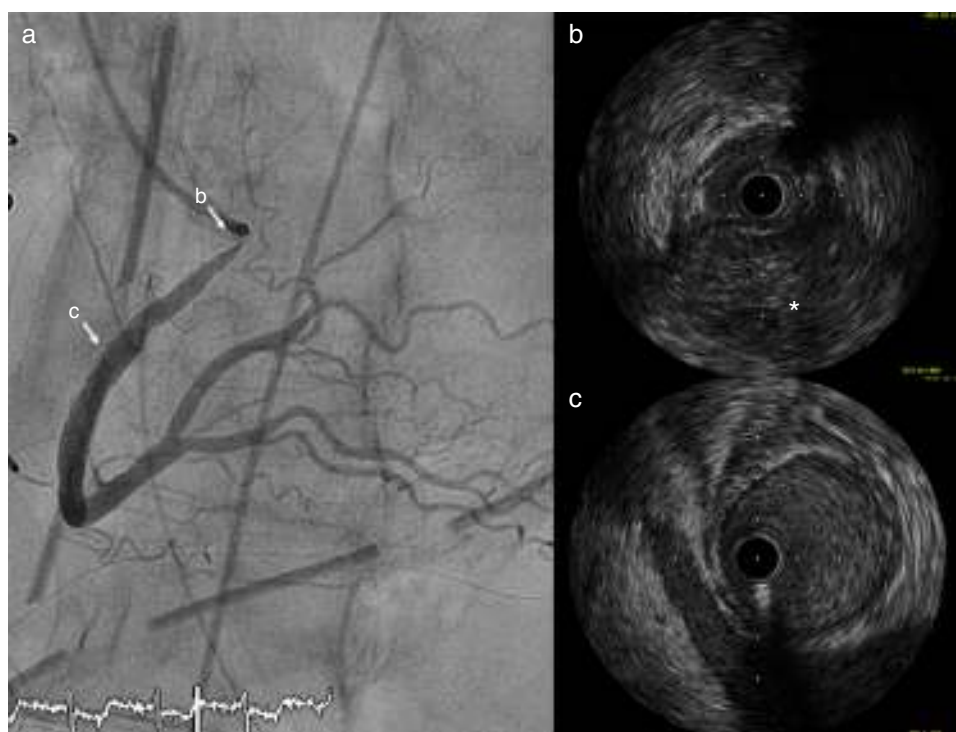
a) Angiografía que muestra estenosis del *ostium* de la coronaria derecha (flecha b) y calibre normal de la CD (flecha c); b) Ecografía intracoronaria (IVUS) de la CD que muestra luz coronaria a nivel ostial comprimido por hematoma (*), y c) Imagen de IVUS de luz de CD de calibre normal.
